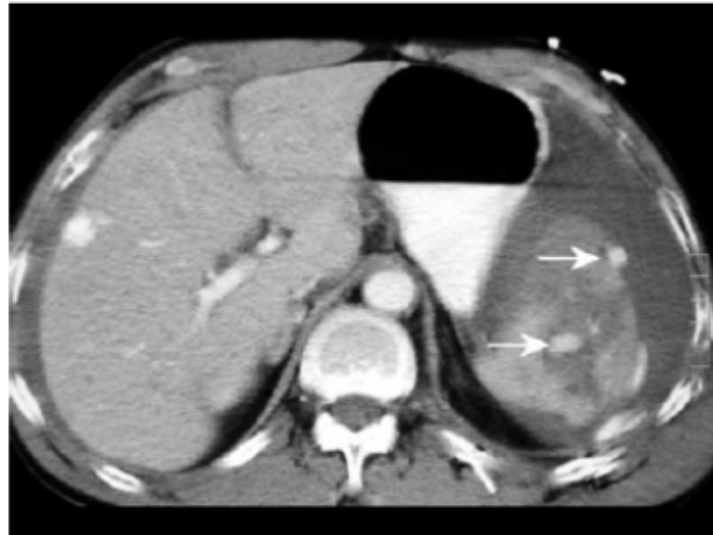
CT zeigt Milzverletzung mit AAST-Grad IV mit Pseudoaneurysmen (Pfeile). Abb. aus Stein, D. M., & Scalea, T. M. (2006). Nonoperative management of spleen and liver injuries. *Journal of intensive care medicine*, 21(5), 296-305.
